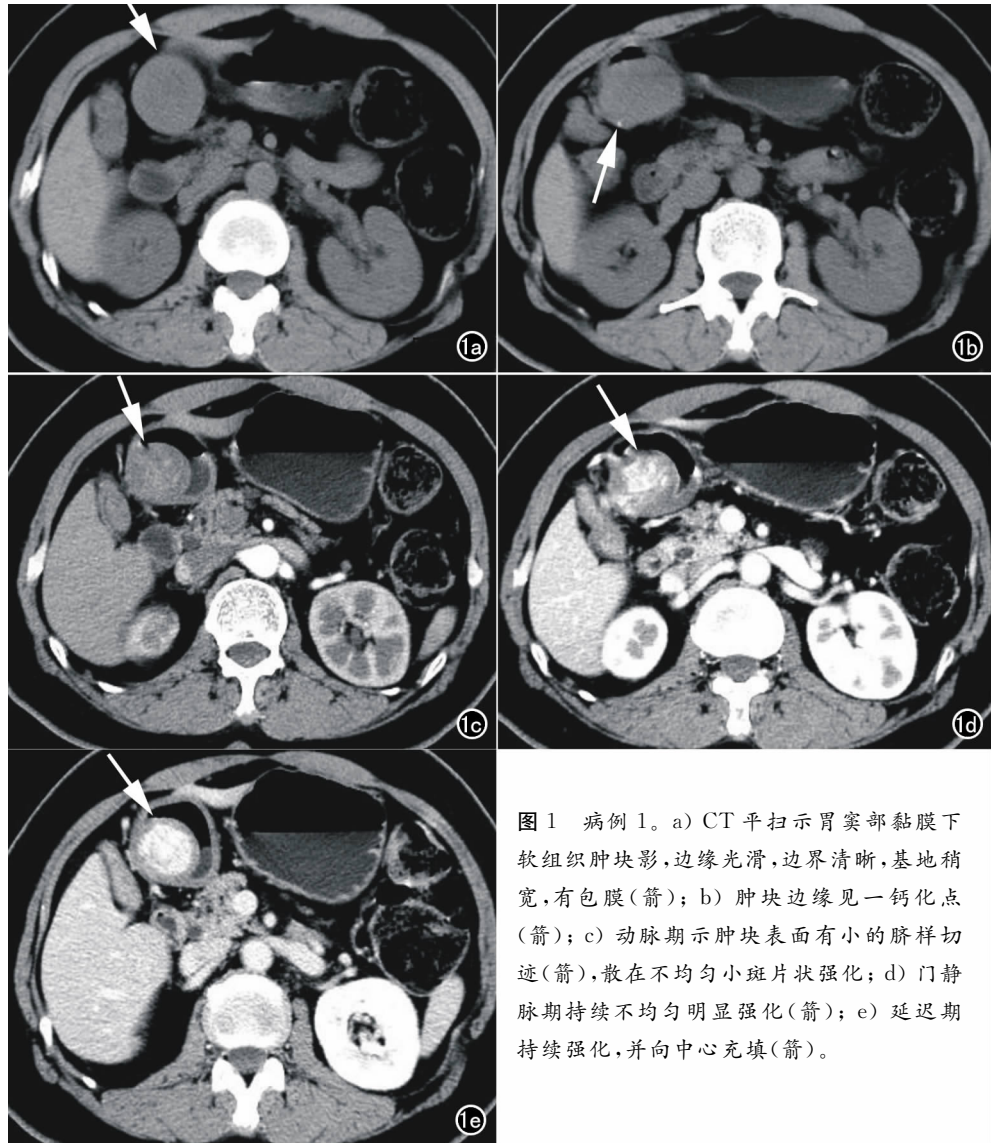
病例 1。a) CT 平扫示胃窦部黏膜下软组织肿块影, 边缘光滑, 边界清晰, 基底稍宽, 有包膜(箭); b) 肿块边缘见一钙化点(箭); c) 动脉期示肿块表面有小的脐样切迹(箭), 散在不均匀小斑片状强化; d) 门静脉期持续不均匀明显强化(箭); e) 延迟期持续强化, 并向中心充填(箭)。
